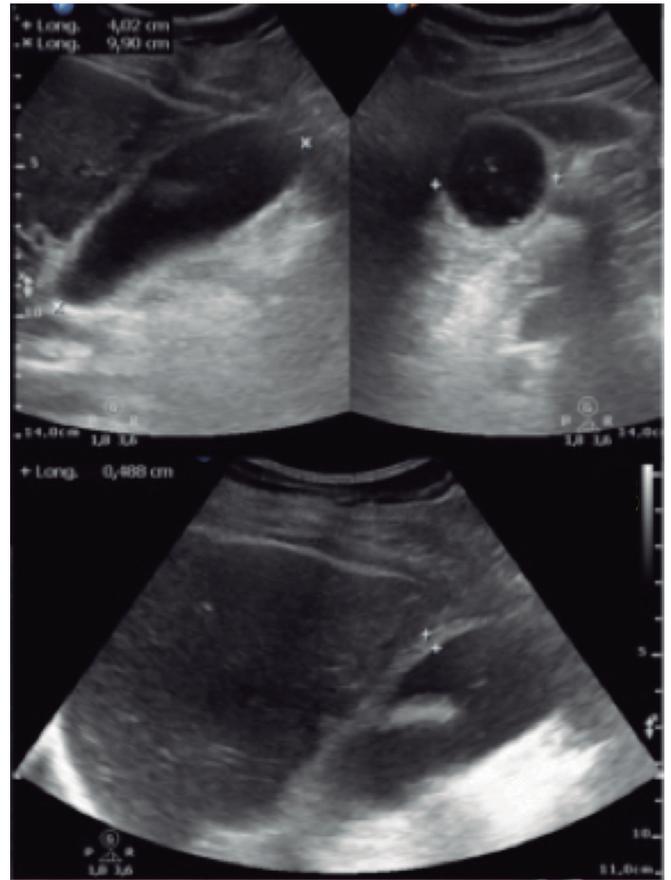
Ecografía con datos de colecistitis.
